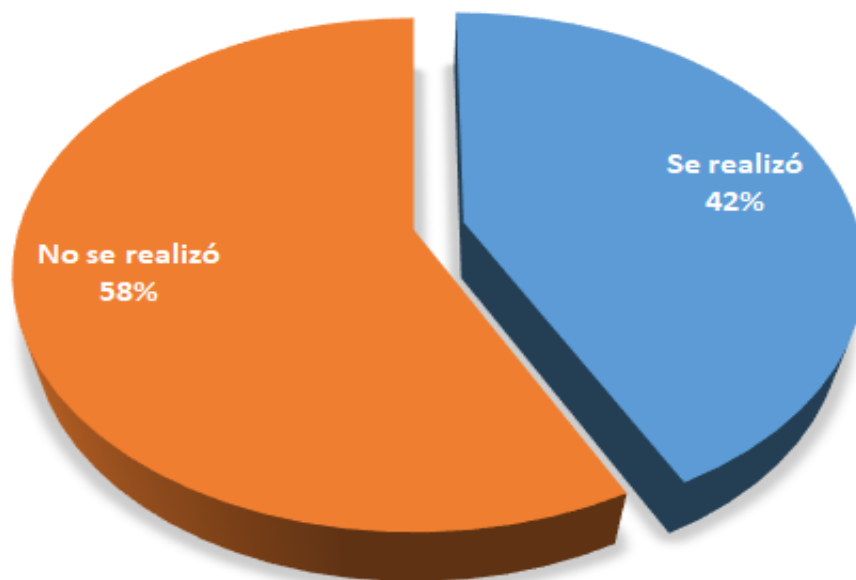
Frecuencia de valoración con ultrasonido transfontanelar en los recién nacidos prematuros.
